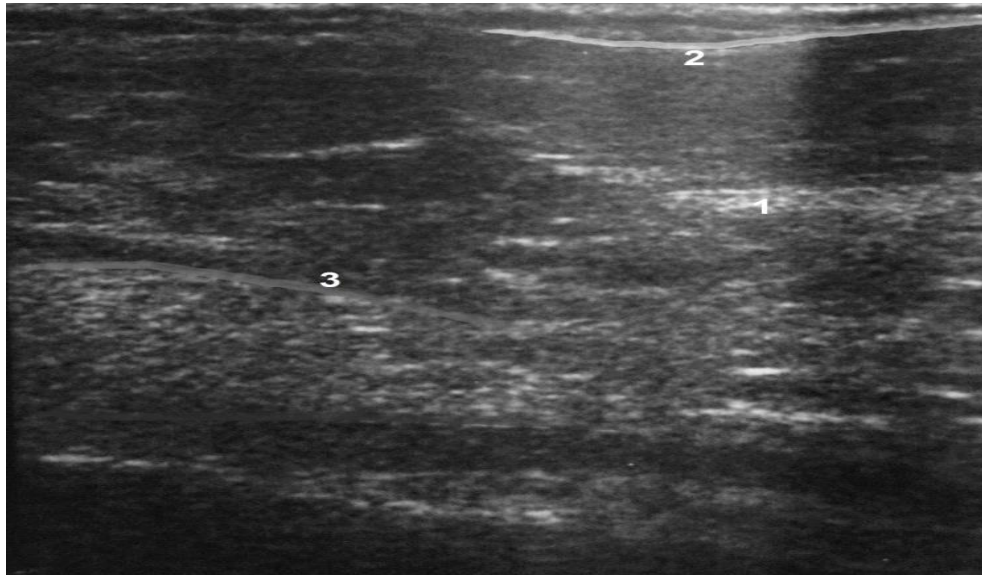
УЗИ МЖ; Нижний наружный квадрант; МЖ: 1 – ткань МЖ, 2 – поверхностный листок поверхностной фасции, 3 – глубокий листок поверхностной фасции
